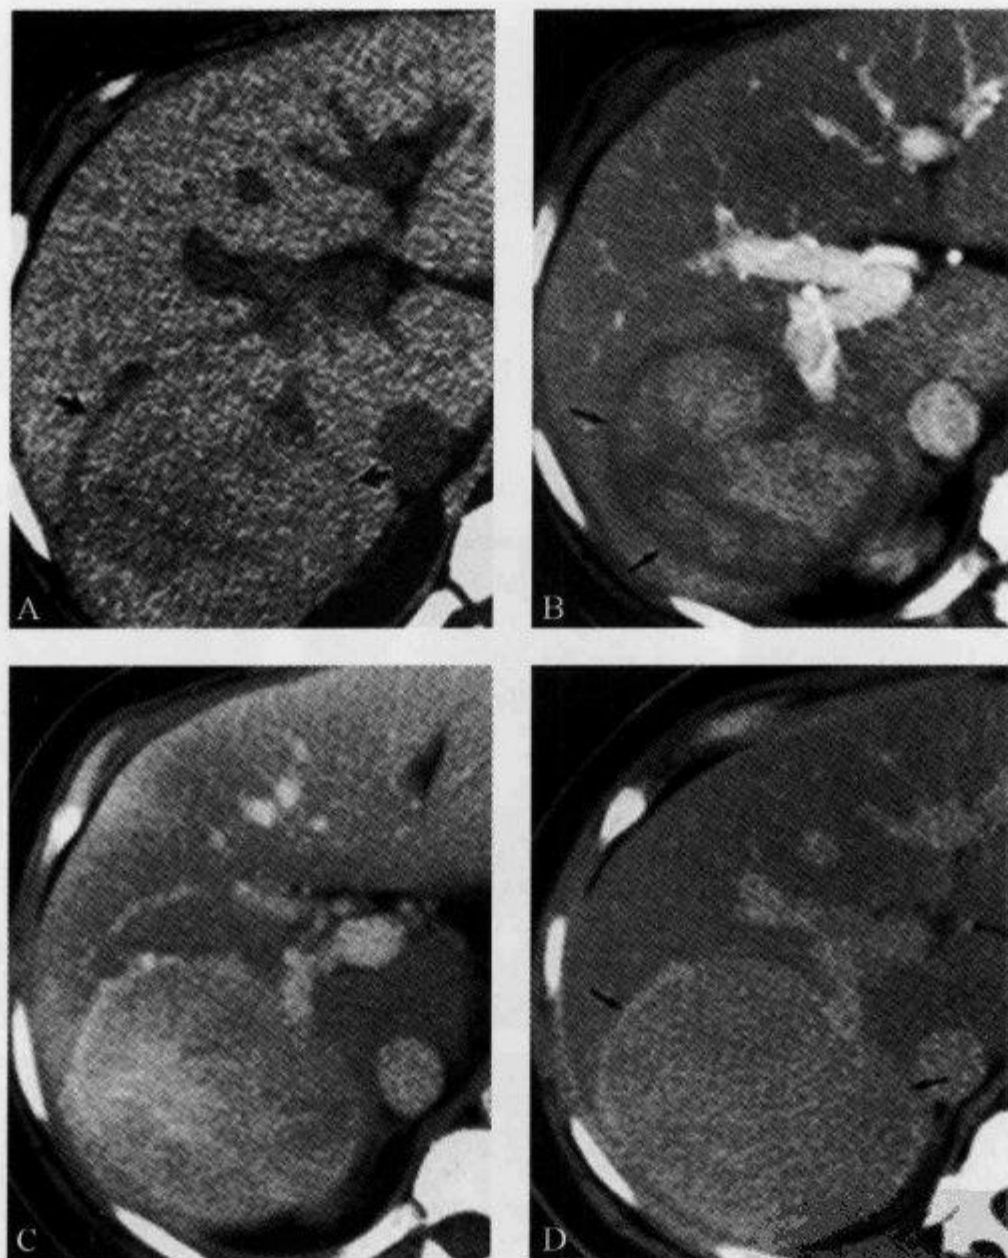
CT 平扫及增强扫描示“透明环征”
